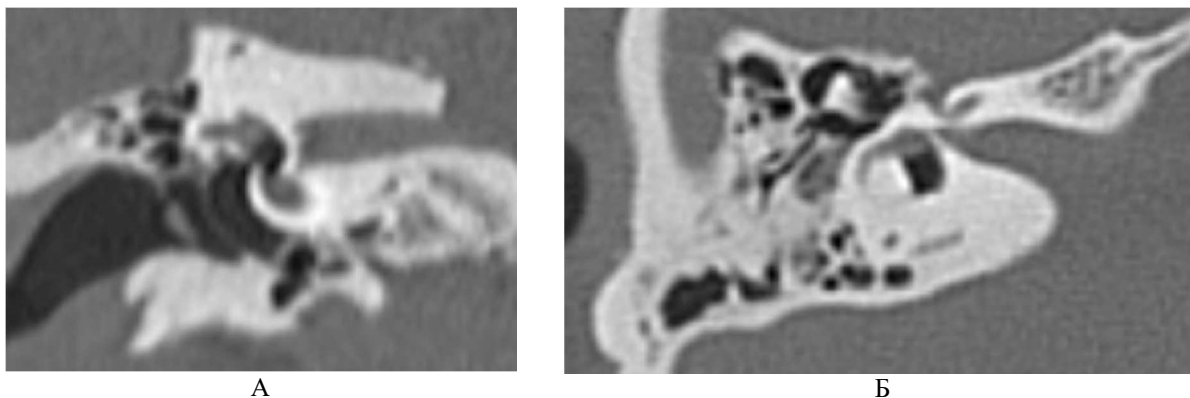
Компьютерные томограммы правой височной кости (А – корональная проекция, Б – аксиальная проекция) больной П., 31 год, после стапедопластики с наилlichem перилимфатической фистулы и пневмолабиринта.
